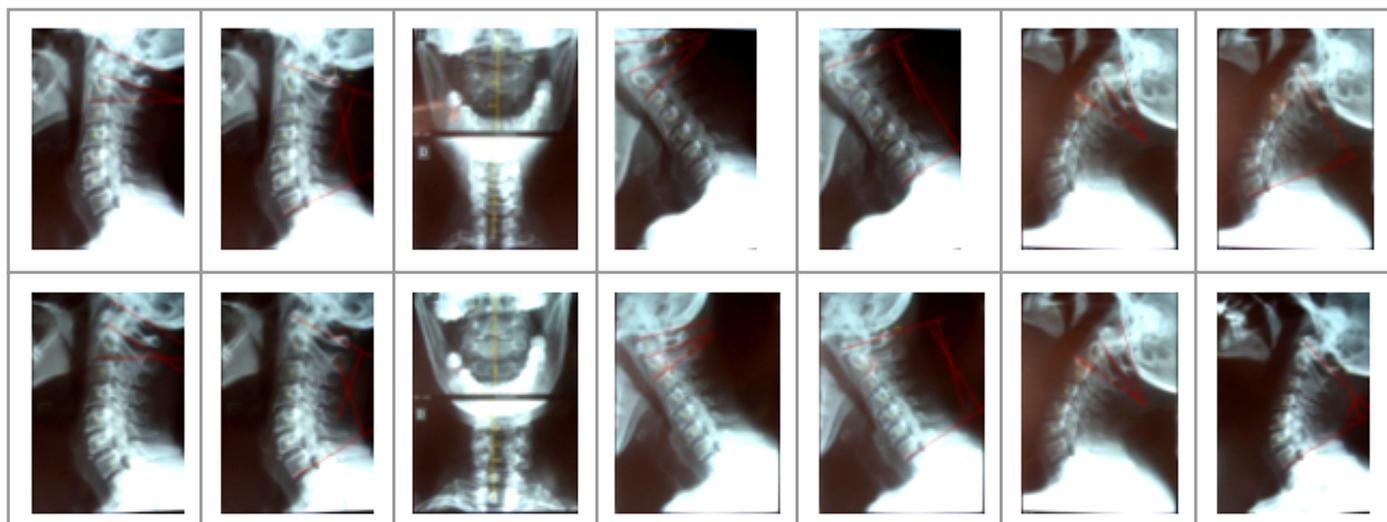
Análises das radiografias cervicais. Na linha superior, estão demonstradas as análises antes do tratamento; Na linha de baixo estão as análises correspondentes após as 5 sessões do tratamento.
